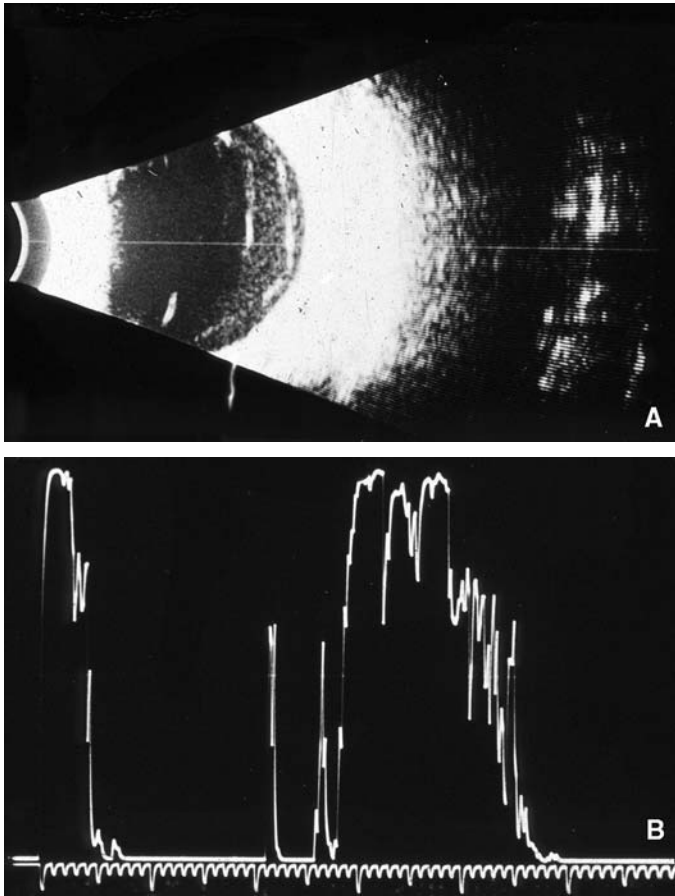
Échographie d'un vitréoschisis au cours d'une vitréorétinopathie proliférante diabétique avec hémorragie vitréenne (A, B). Un clivage du cortex vitréen peut se produire et simuler un décollement postérieur du vitré. Chez les patients diabétiques, du sang peut être présent dans la cavité du vitréoschisis et être détecté par l'échographie en mode B. (Avec l'aimable autorisation du docteur Ronald Green, Université de Californie du Sud).
